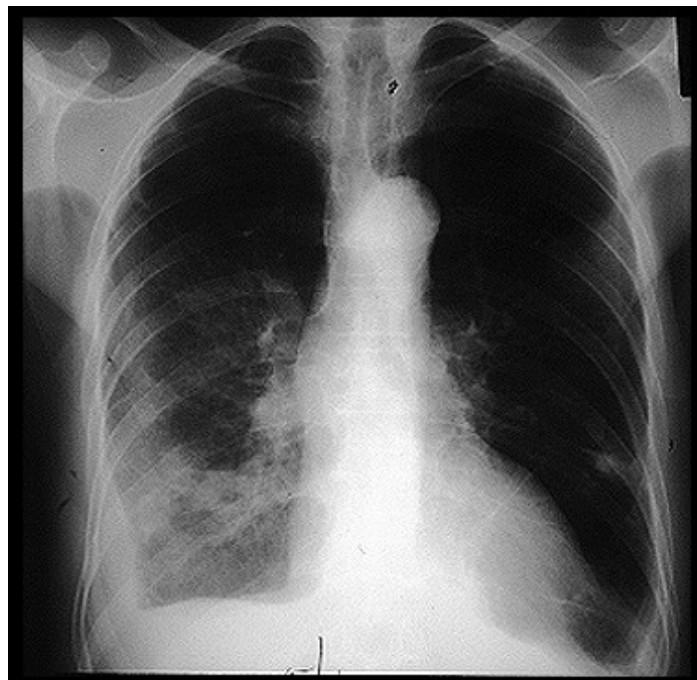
Thoraxröntgen p.-a., lokulierte parapneumonische Effusion rechts [18]
